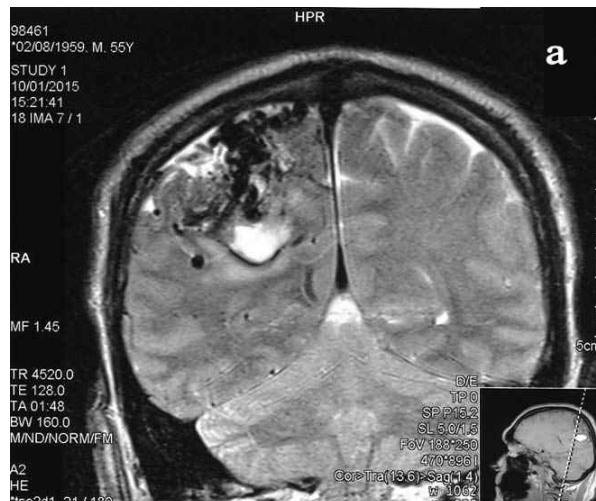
Снимки пациента М-ова: а: МРТ головного мозга до операции — АВМ со следами кровоизлияния; б, в: Правосторонняя каротидная ангиография до операции в боковой и прямой проекции — визуализирована аневризма ПСА небольших размеров (в); г: КТ головного мозга на 1-е сутки после иссечения АВМ—массивное САК.
